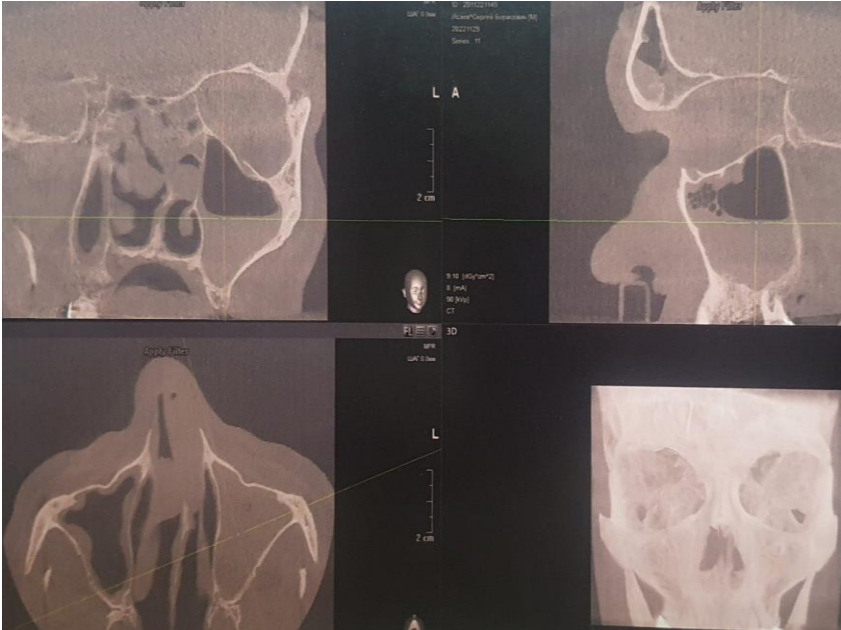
КТ параназальних синусів, рівень рідини у лівому верхньощелепному синусі
